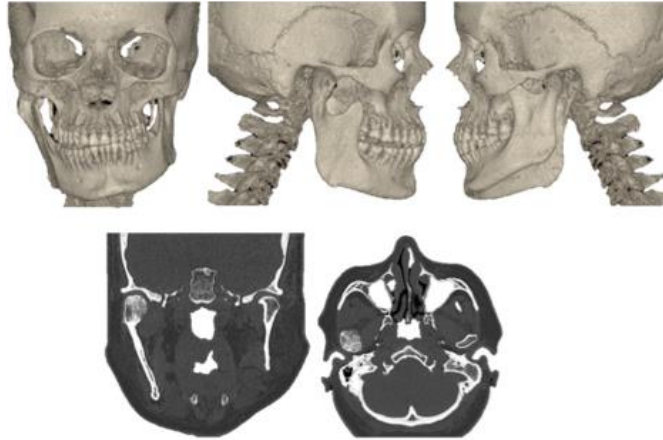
Tomografía Cone Beam
